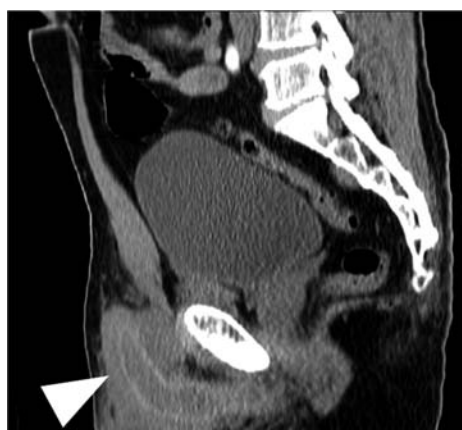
Computed tomography showing the penis. The arrow shows the penile.
